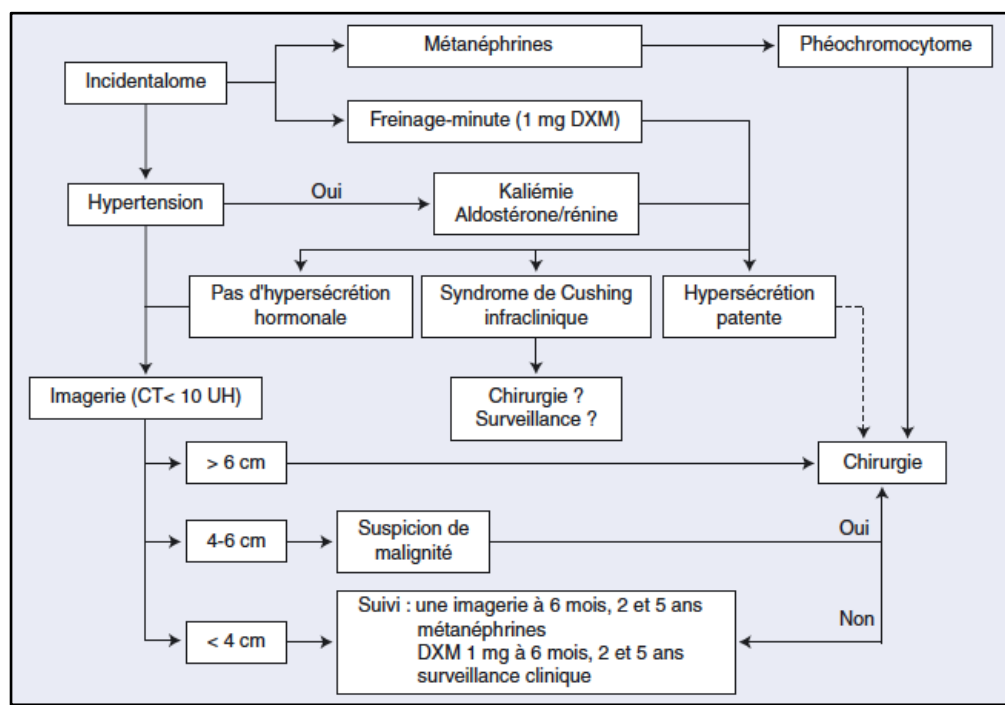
Arbre décisionnel de prise en charge des incidentalomes surrénaliens [68]. DXM : dexaméthasone ; CT : tomographie computerisée
